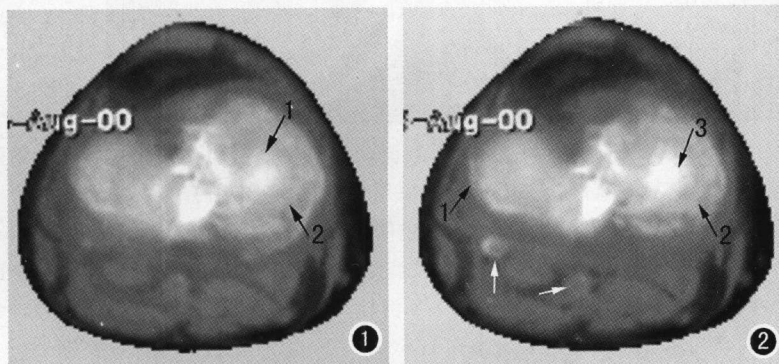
半月板CT横断扫描(仰俯屈膝位)(1 内侧半月板钙化,2 股骨内侧髌)。
